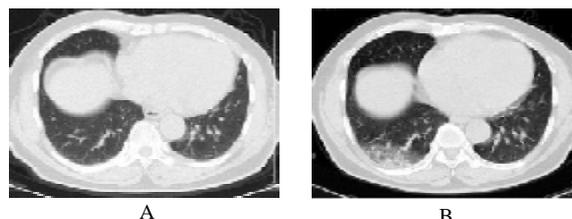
患者男,64岁,无症状(与确诊NCP患者有密切接触史),咽拭子病毒核酸检测阳性。A:同期胸部CT影像无异常。B:间隔7d复查CT影像示右下肺大片GGO伴部分实变
